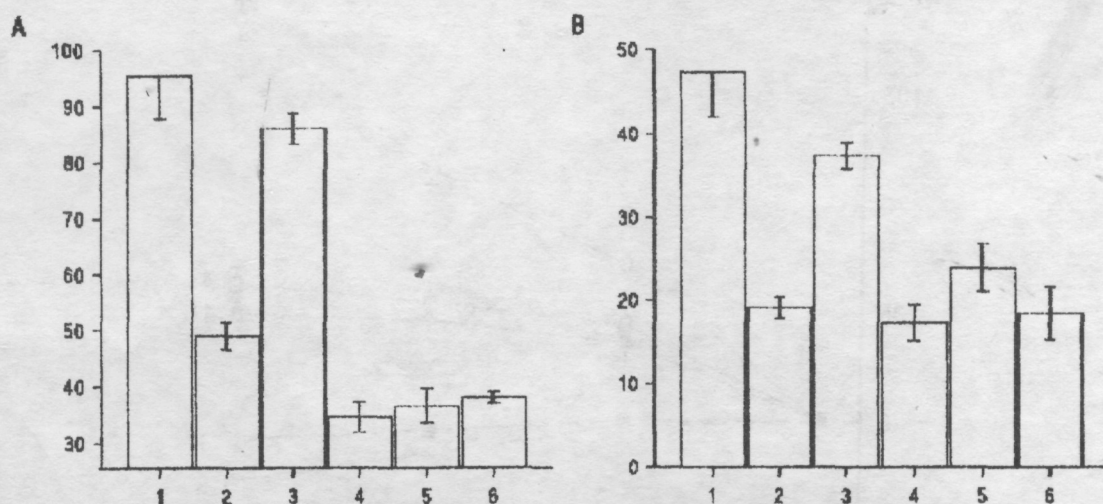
Содержание суммарного креатина (А) и креатина (Б) при перфузии сердца. По оси X - серии экспериментов. По оси Y - содержание креатина (мкм/г сухой массы).
